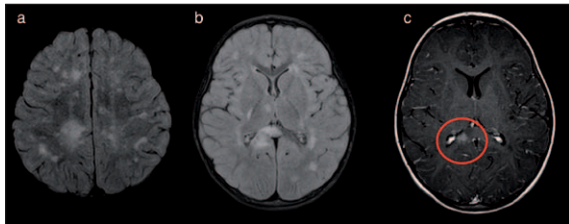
Brain MRI; axial FLAIR (a, b) and post-contrast T1-weighted (c) images showing various de novo subcortical lesions, with a typical “arch bridge” callosal lesion with heterogeneous enhancement after contrast (red circle).
